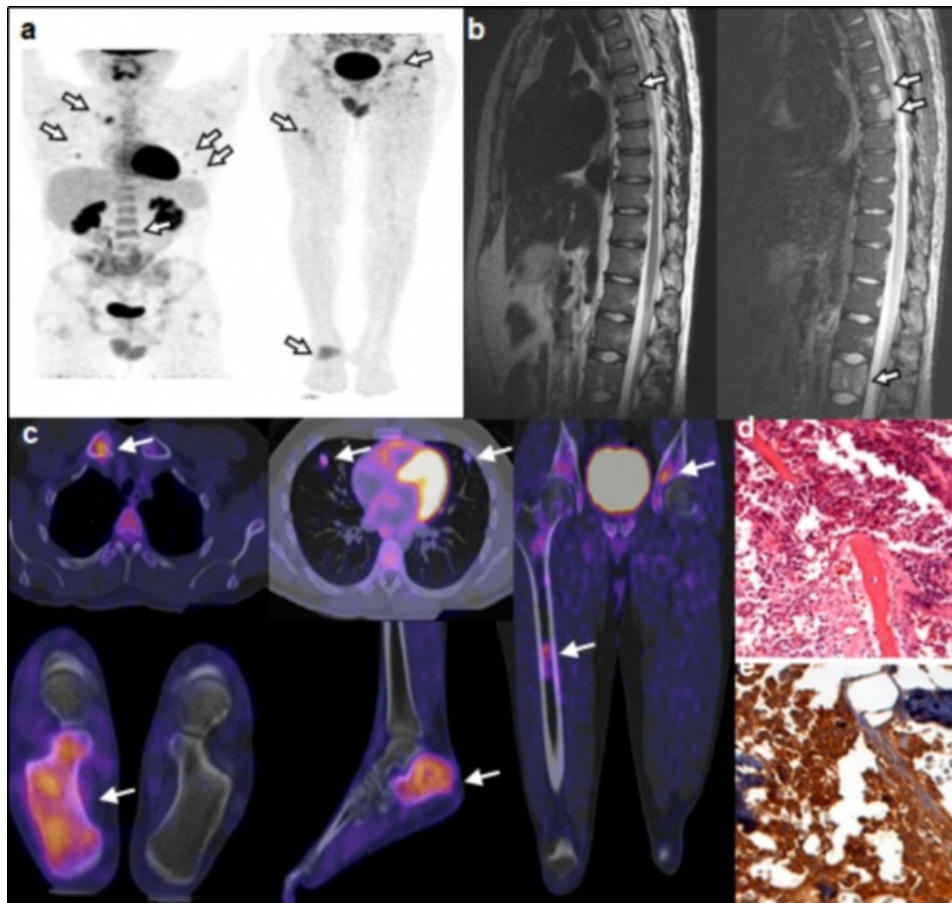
Hombre de 22 años de edad con dolor lumbar. a) Proyección de máxima intensidad de PET que muestra hipermetabolismo óseo en la columna lumbar, cresta iliaca, fémur derecho y calcáneo, así como nódulos pulmonares (flechas). b) Resonancia Magnética de columna dorsal potenciada en T2 y T2 que muestra lesión ósea en T6, T7 y L3 (flechas). c) Fusión PET-CT que muestra aumento de metabolismo en las lesiones óseas y nódulos pulmonares (flechas). d) Tejido de biopsia de hueso calcáneo con hematoxilina-eosina que muestra trabéculas óseas y un grupo de células pequeñas basófilas. e) Inmunotinción para FLI-1 intensamente positiva, compatible con sarcoma de Ewing.
